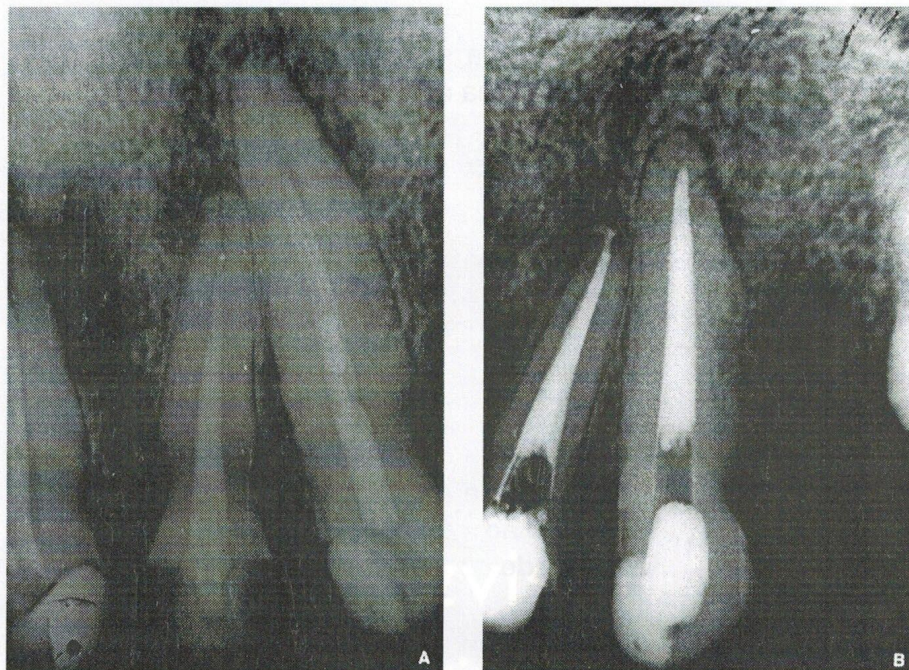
Aspectos radiográficos de dentes portadores de periapicopatias crônicas retratados endodonticamente em sessão única. Em (B), observa-se imagem radiográfica da região periapical em franco processo de reparação, após 10 meses de preservação
